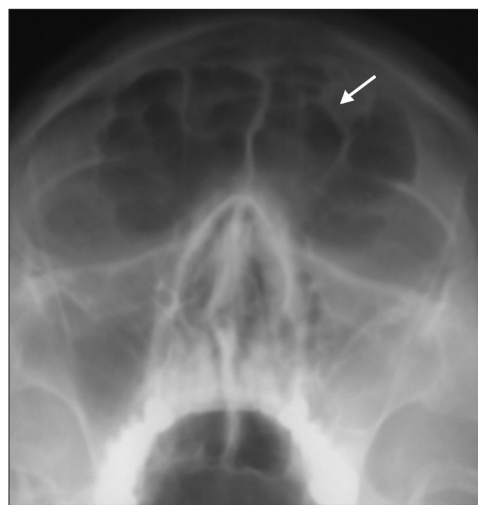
Рентгенографічне зображення остеоми ЛП справа, хворий В., 29 років (позначено стрілочкою)
